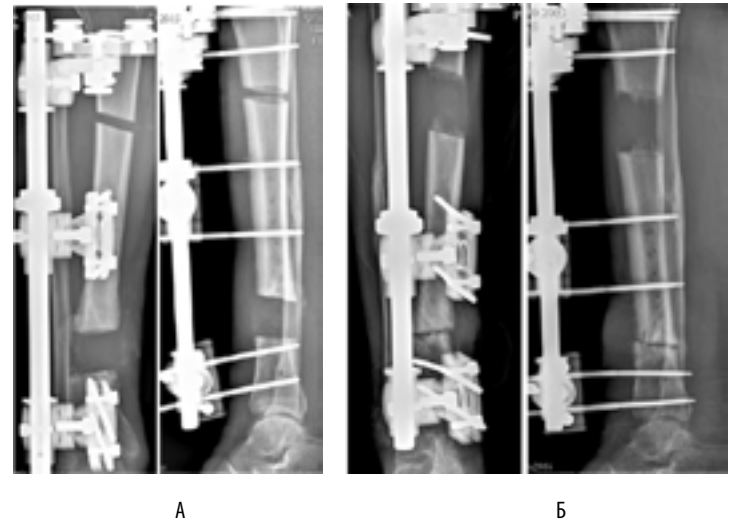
Рентгенограммы костей правой голени в двух проекциях пациента Р. на момент обращения в НИИТОН СГМУ
